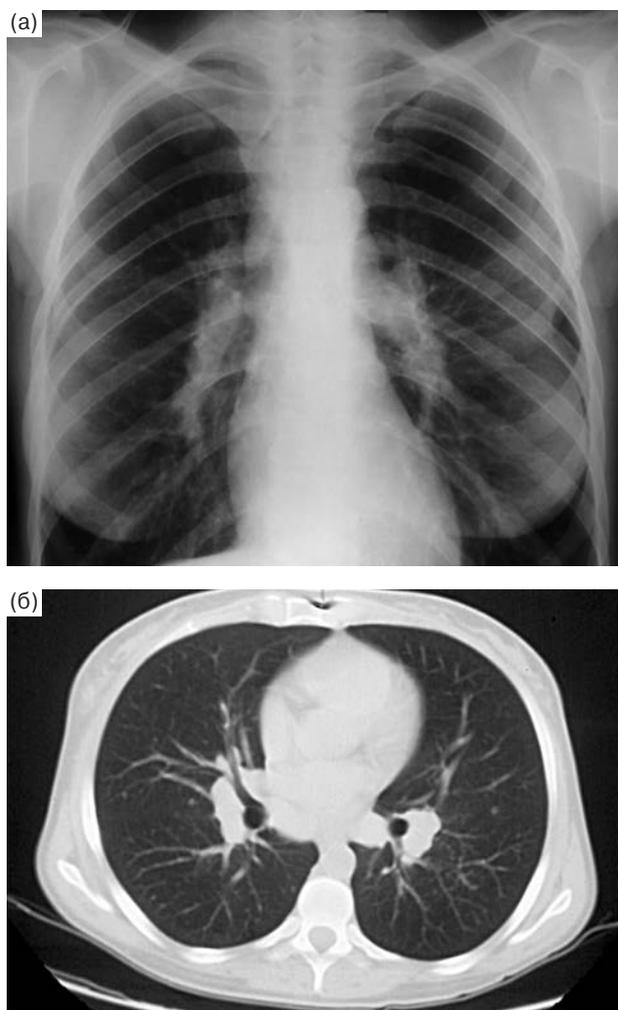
Рентгенограмма (а) и КТ (б) больного саркоидозом ВГЛУ (I лучевая стадия).
